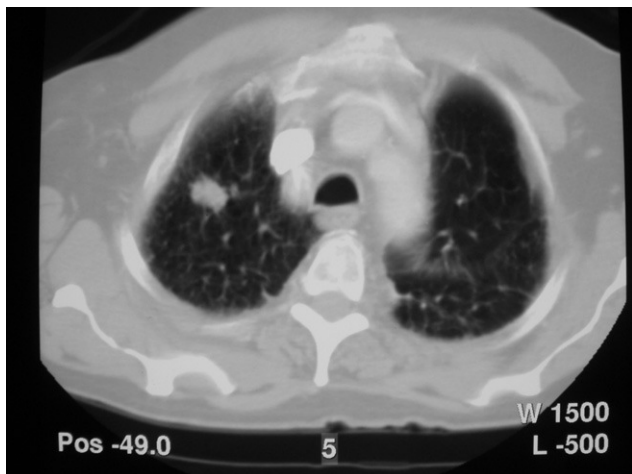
TC de tórax: tumoración de contornos espiculados en vértice pulmonar derecho sin contacto con la pleura.
